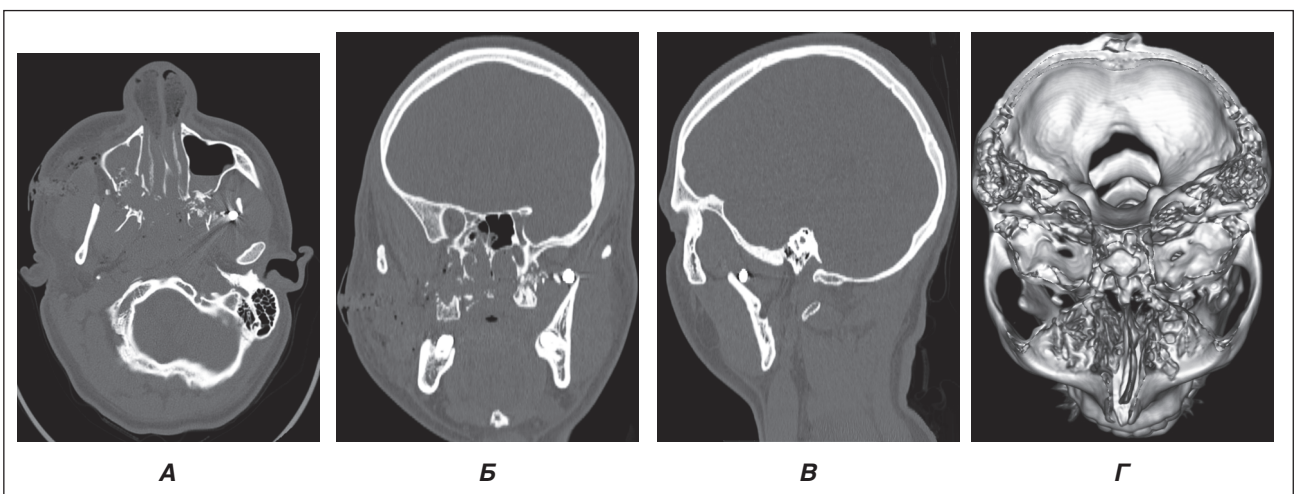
Дані МСКТ голови: вогнепальний перелом латеральних і медіальних стінок обох верхньощелепних пазух, перелом перетинки носа, металевий осколок у м'яких тканинах на рівні вінцевого відростка нижньої щелепи зліва: А, Б — косі проєкції для візуалізації ранового каналу; В — сагітальна проєкція; Г — 3D-модельювання
